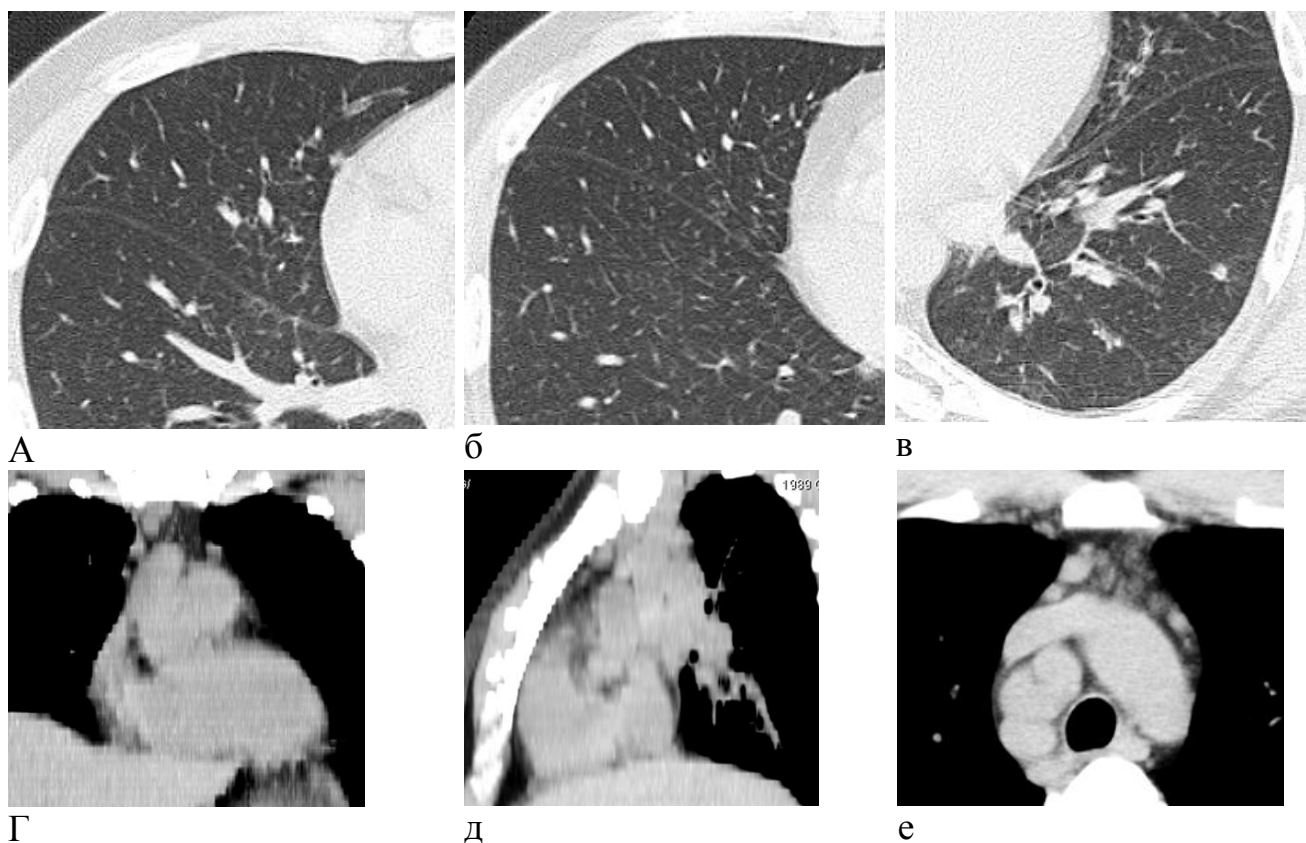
Пациент Б., 26 лет. Саркоидоз 2 ст. КТ органов грудной клетки. Перилимфатическая диссеминация при ВРКТ (а-в), пакет лимфоузлов превазкулярной группы (г-е)
